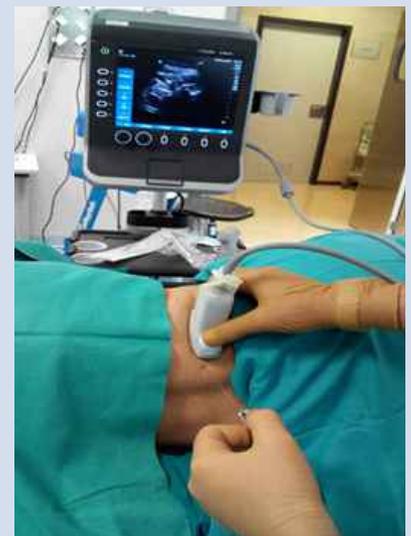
Ecografía en bloqueo loco regional
